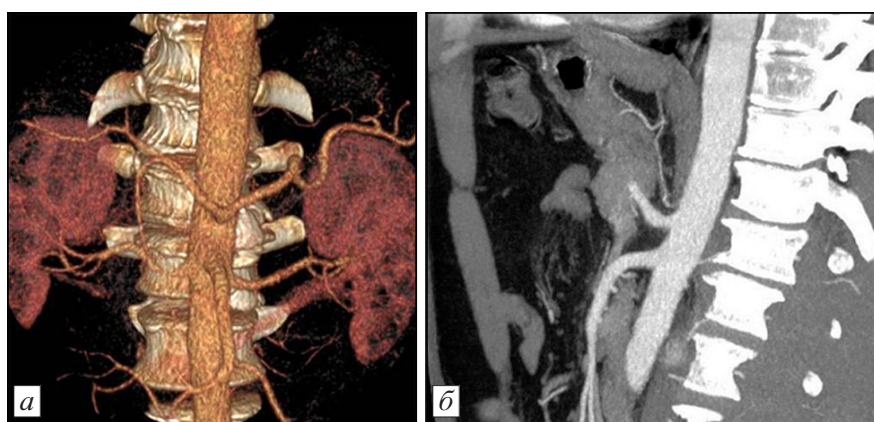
СКТ-ангиография органов брюшной полости.
